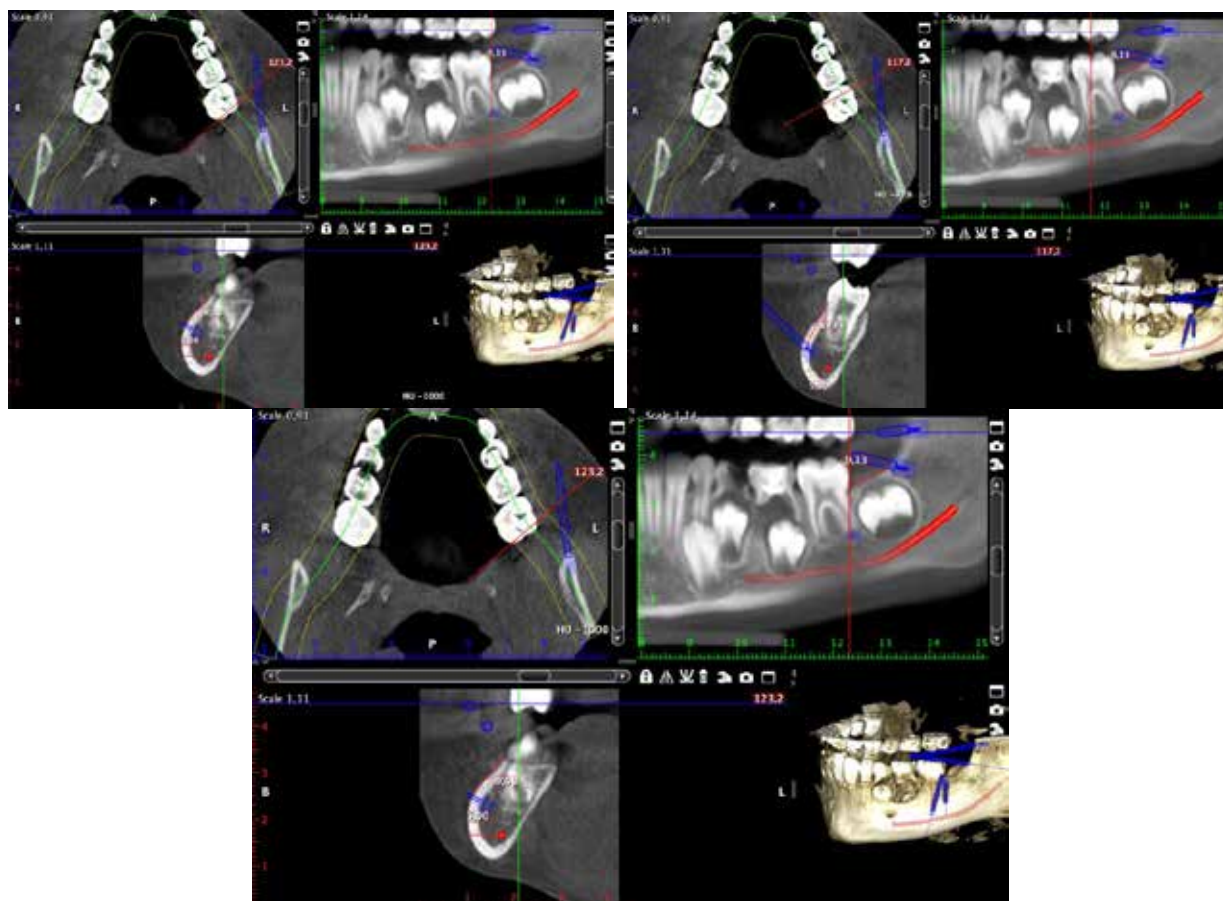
КТ пацієнта Н. 7 років, розрахунки безпечних зон для фіксації мініпластини гвинтами
